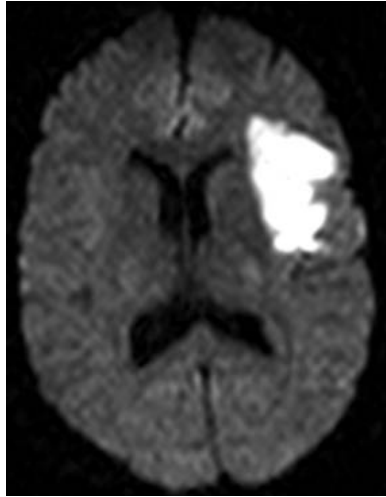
Imagerie cérébrale d'AVC ischémique par IRM
